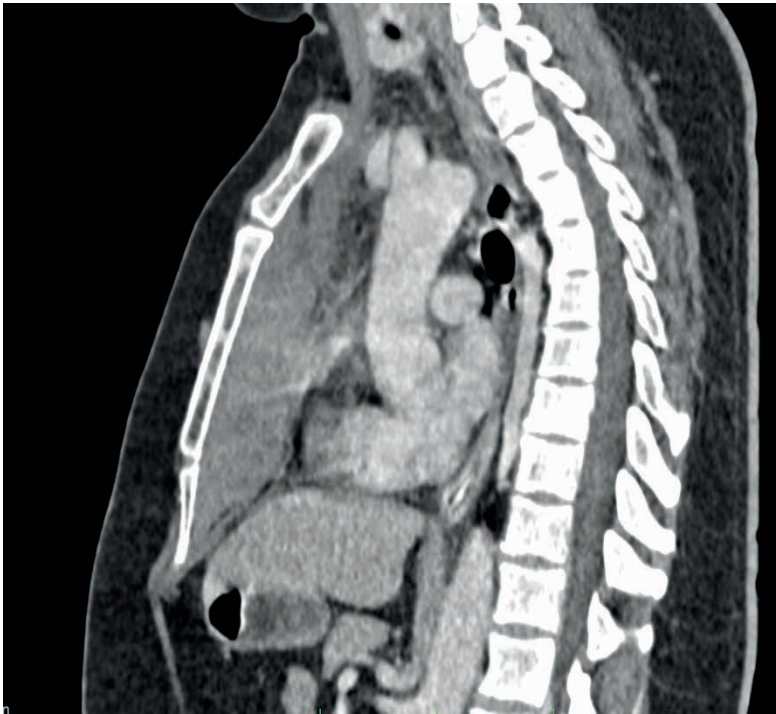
Tomografia Computadorizada Multislice do tórax com contraste endovenoso, em projeção sagital, evidenciando coleção espontaneamente hiperatenuante no mediastino anterior.
